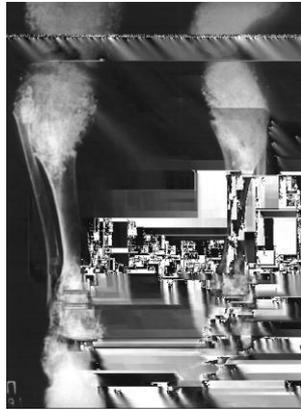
Рентгенограммы правой голени больного Ш. до операции: а) прямая проекция, б) боковая проекция
